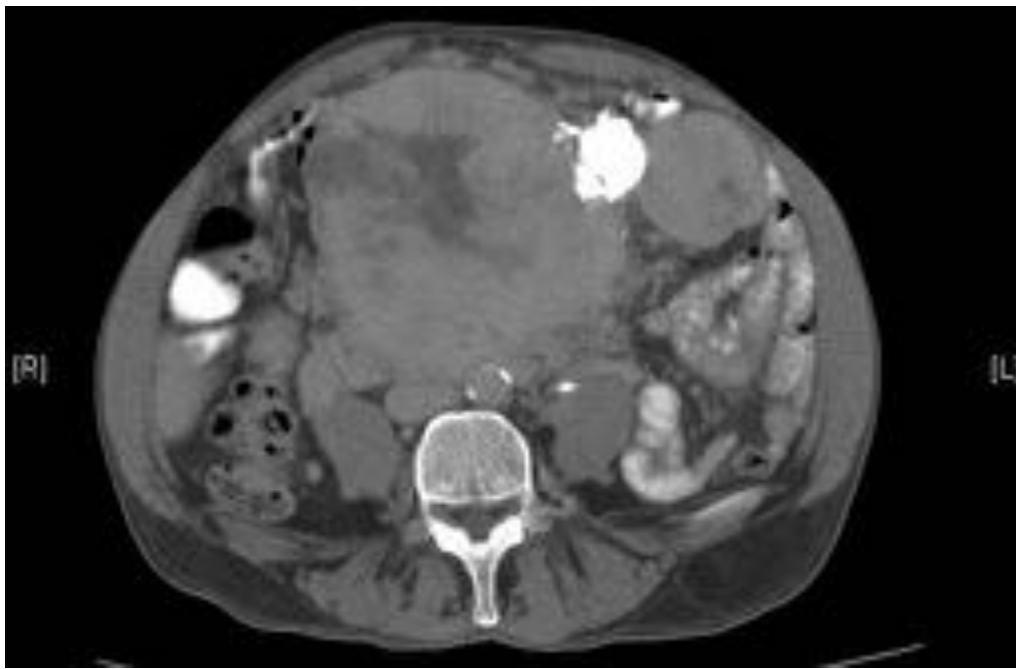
TC sin contraste: gran masa bilobulada, heterogénea, con calcificación grosera.
